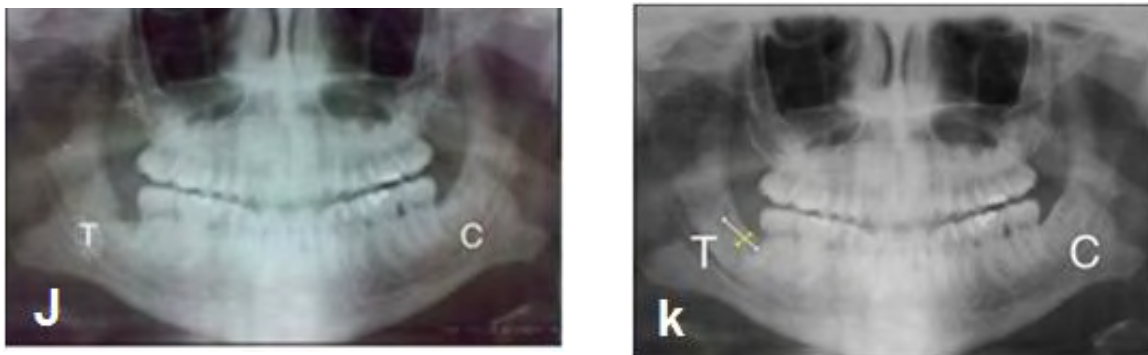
Radiografías de Control. (J) Radiografía de control a 3 meses sitio de prueba (T); sitio de control (C), Radiografía de control a 1 año de Evidencia de regeneración ósea, flecha amarilla indica altura ganada; flecha blanca indica el relleno antero posterior (K).
